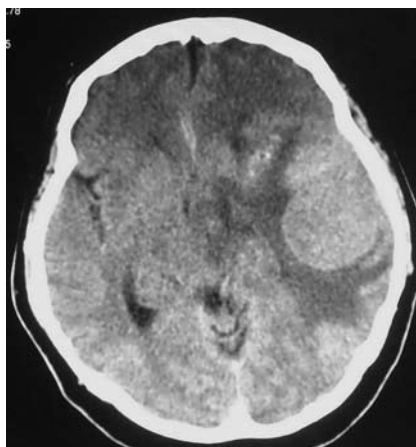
КТ с контрастированием (до операции).
